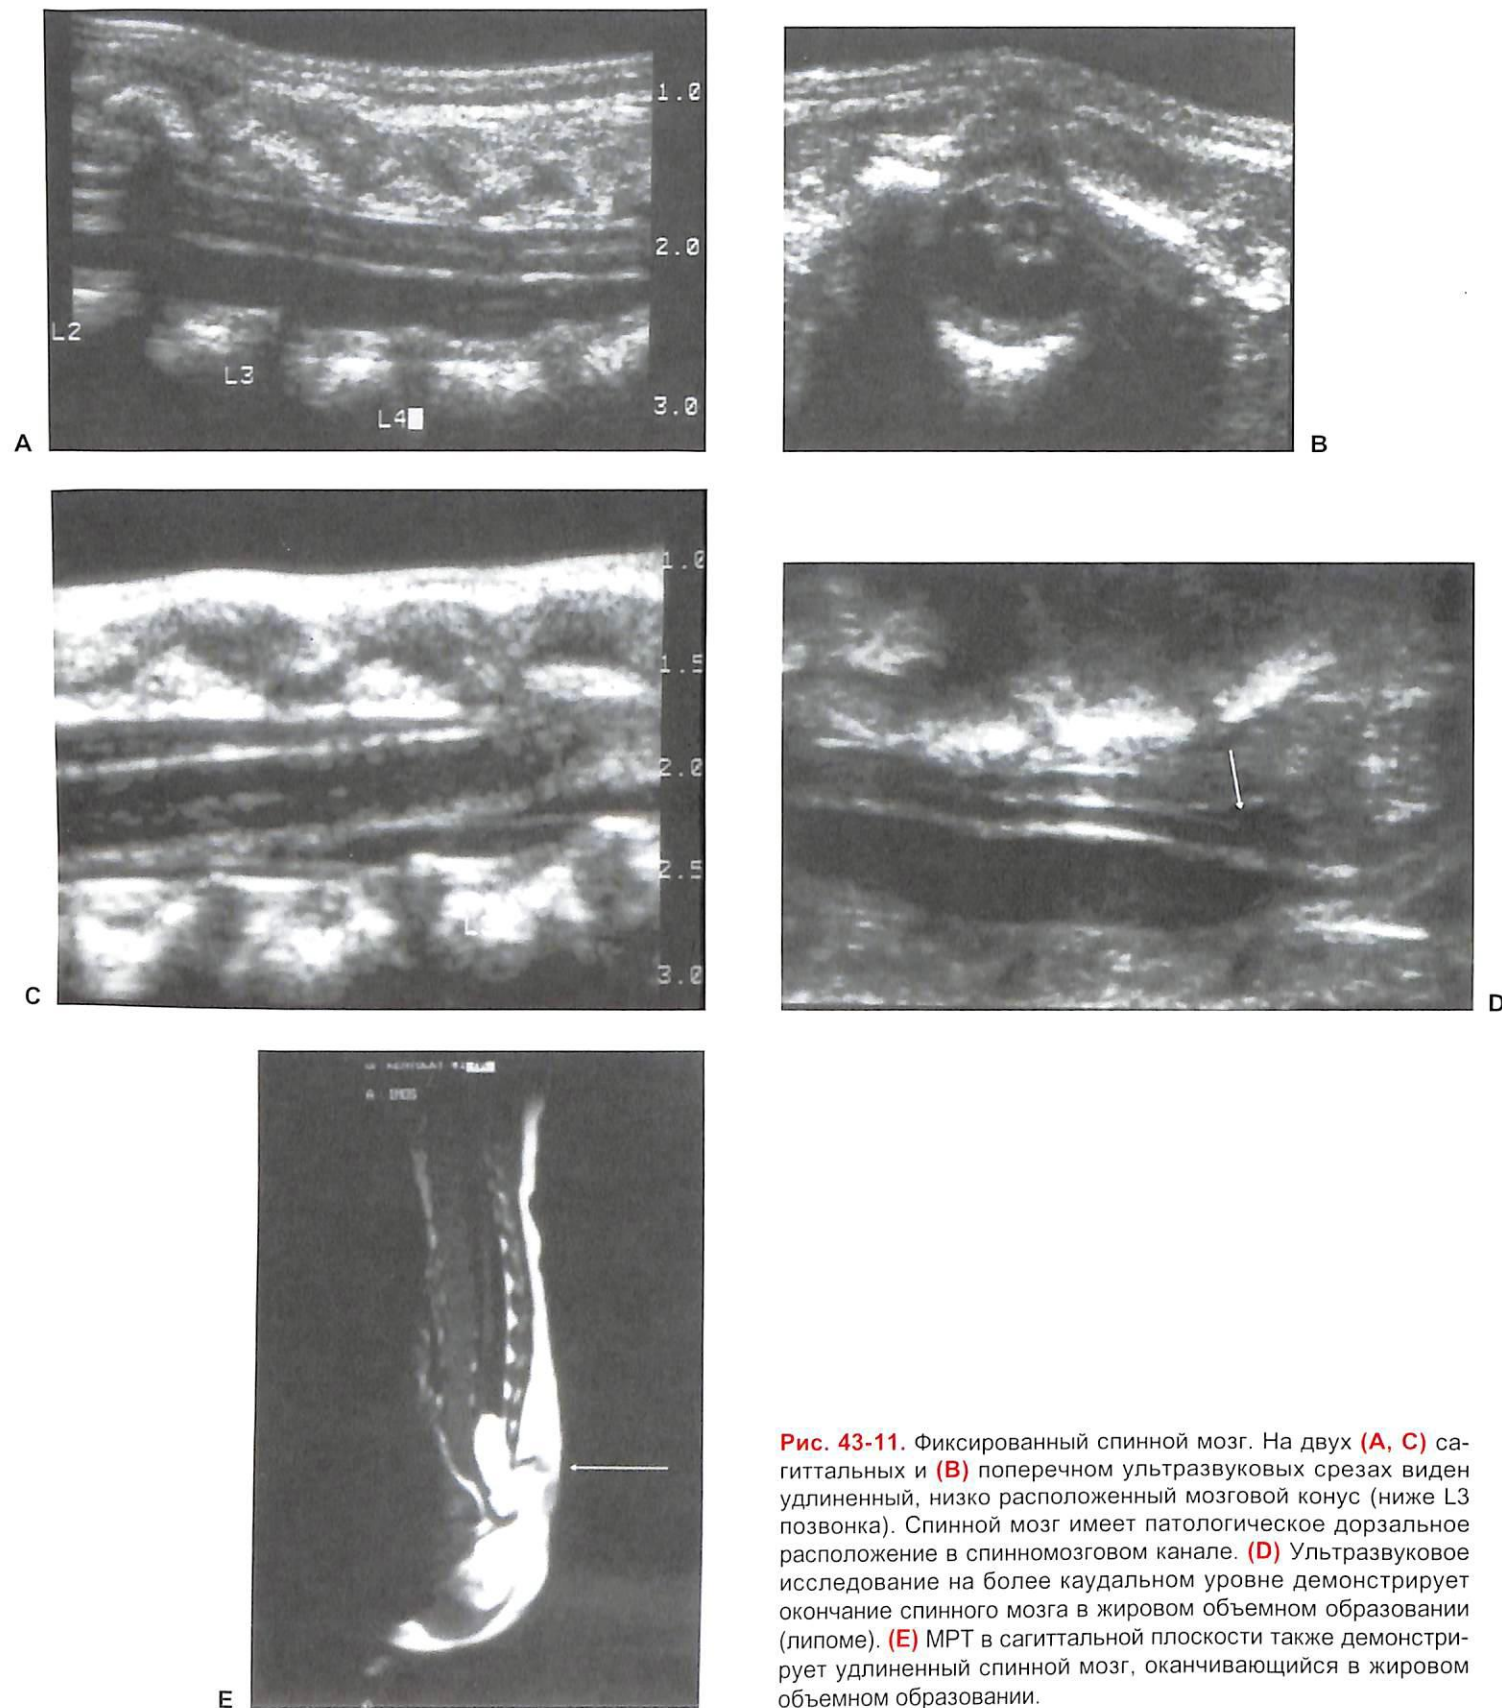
Фиксированный спинной мозг. На двух (А, С) сагиттальных и (В) поперечном ультразвуковых срезах виден удлинённый, низко расположенный мозговой конус (ниже L3 позвонка). Спинной мозг имеет патологическое дорзальное расположение в спинномозговом канале. (D) Ультразвуковое исследование на более каудальном уровне демонстрирует окончание спинного мозга в жировом объемном образовании (липоме). (E) МРТ в сагиттальной плоскости также демонстрирует удлинённый спинной мозг, оканчивающийся в жировом объемном образовании.
